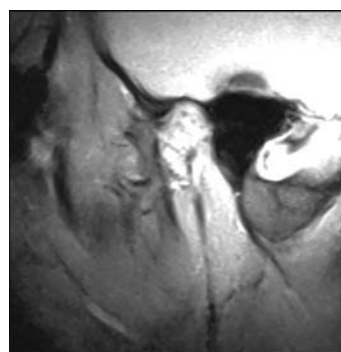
Магнитно-резонансная томограмма сустава
